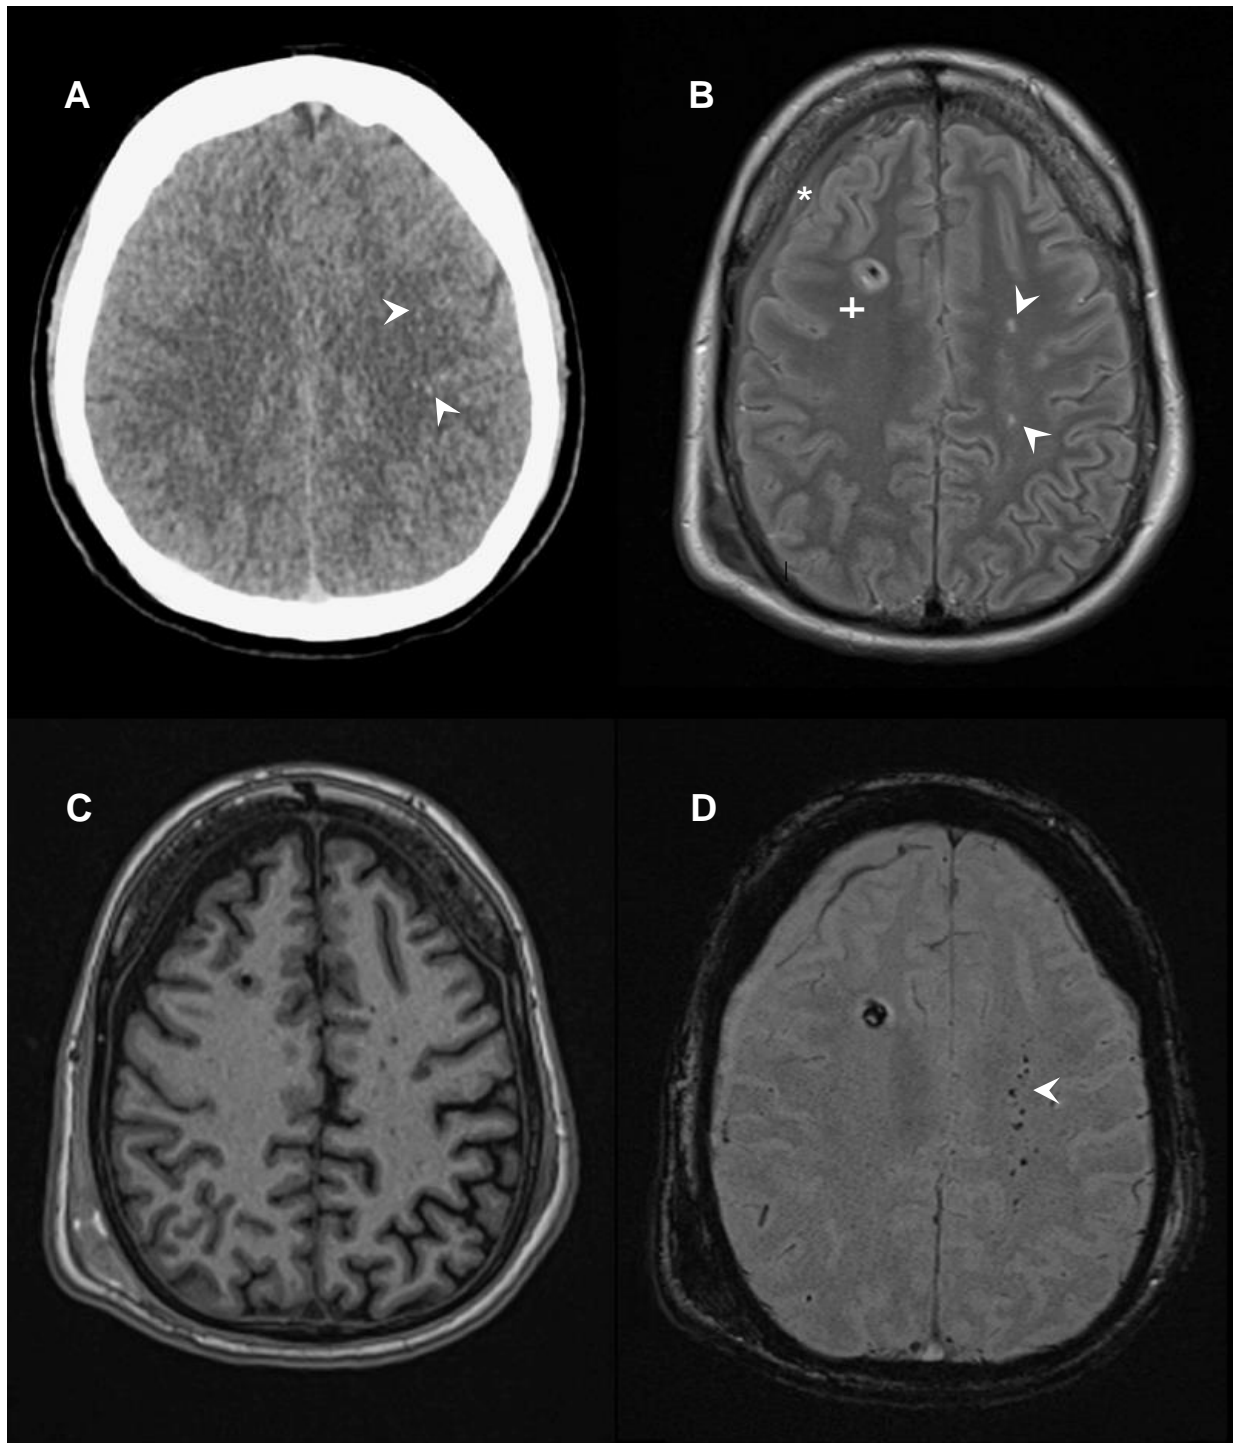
Diffuser axonaler Schaden in der Schnittbildgebung. A Mit CT sind allenfalls fraglich kleine Hämorrhagien an der Mark-Rinden-Grenze links frontoparietal sichtbar (Pfeilspitzen). B-D In der MRT hingegen zeigt sich die Ausdehnung der Schädigung deutlicher anhand punktueller Mikroblutungen (Pfeilspitzen) v.a. im linken Marklager und zum Teil entsprechende punktförmige Diffusionsrestriktionen mit ADC-Korrelat (nicht mitabgebildet) im linken Medialstromgebiet. Nebenbefundlich zeigt sich zudem ein kleines Subduralhämatom rechts frontal (*) sowie eine zwischenzeitlich entfernte intraventrikuläre Drainage (IVD, +). (Sequenzen: B T2 C FLAIR D Gradienten-Echo-T2).
